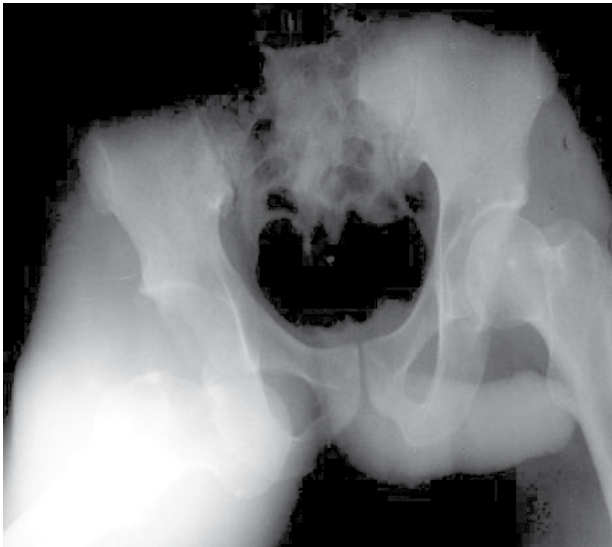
Radiographie de face du bassin montrant la luxation obturatrice
